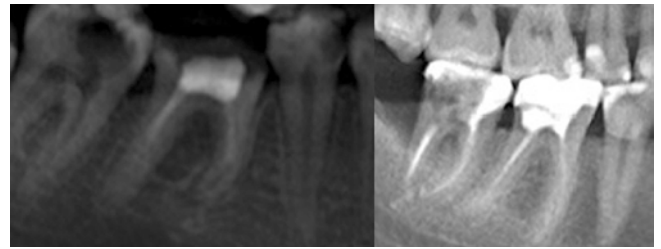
Недопломбированные корневые каналы первого моляра (рентгенконтрастная масса не прослеживается до рентгенологической верхушки)
